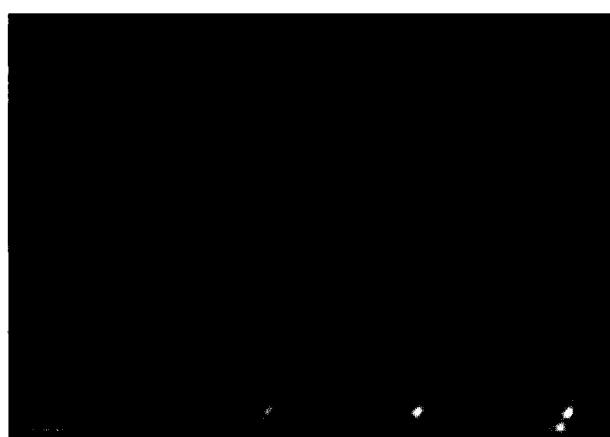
Brain SPECT of clinically brain death patient but still have EEG activity at  $2\mu\text{V}$ . There is no brain perfusion supra- and infratentorially.
